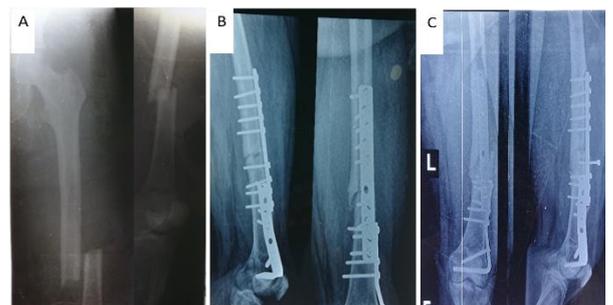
Patiente de 53 ans présentant une fracture bifocale du fémur gauche associant une fracture diaphysaire à trait simple et une fracture supra-condylienne traitée par plaque vissée. A, radiographies préopératoires; B, Radiographie à 3 mois post-opératoire; C, radiographie à 12 mois post opératoire avec une consolidation satisfaisante.
